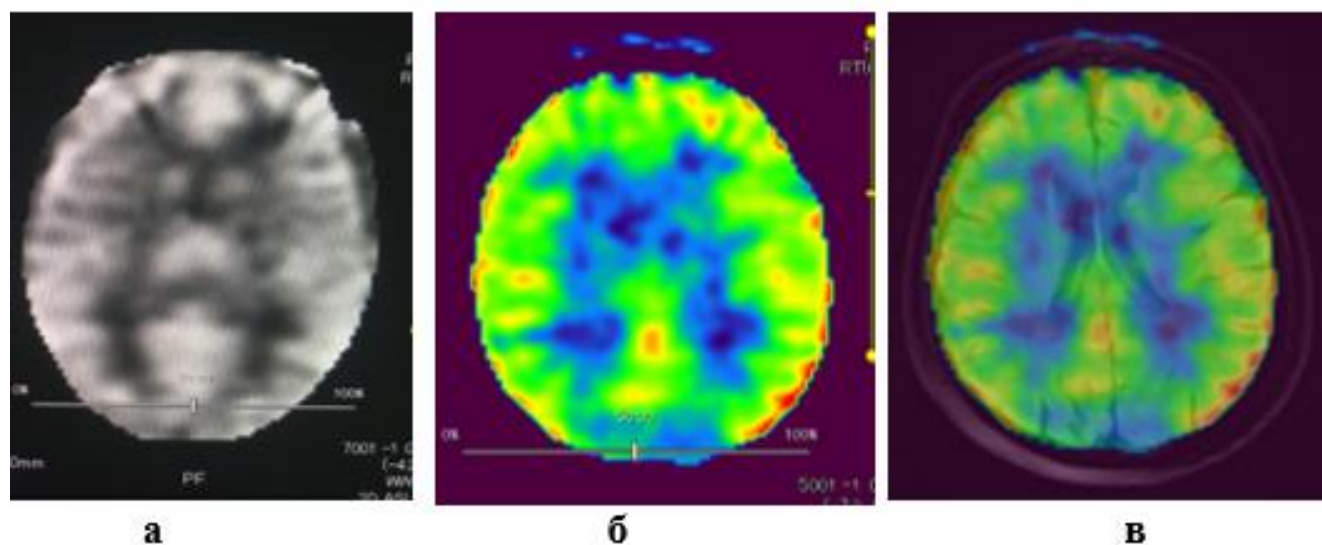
Карты церебрального кровотока, полученные методом ASL-перфузии: а – серошальная карта кровотока для количественного анализа, б – цветная карта кровотока для качественного анализа, в – координация цветных карт кровотока на FLAIR preASL и анатомических структур головного мозга
